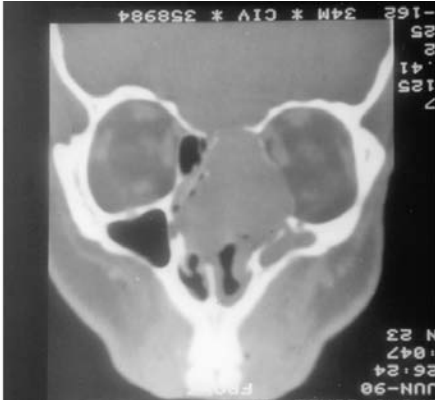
Corte coronal de TC que muestra una masa que ocupa las cavidades nasosinusales del lado izquierdo, que corresponde a un neurinoma nasal.
